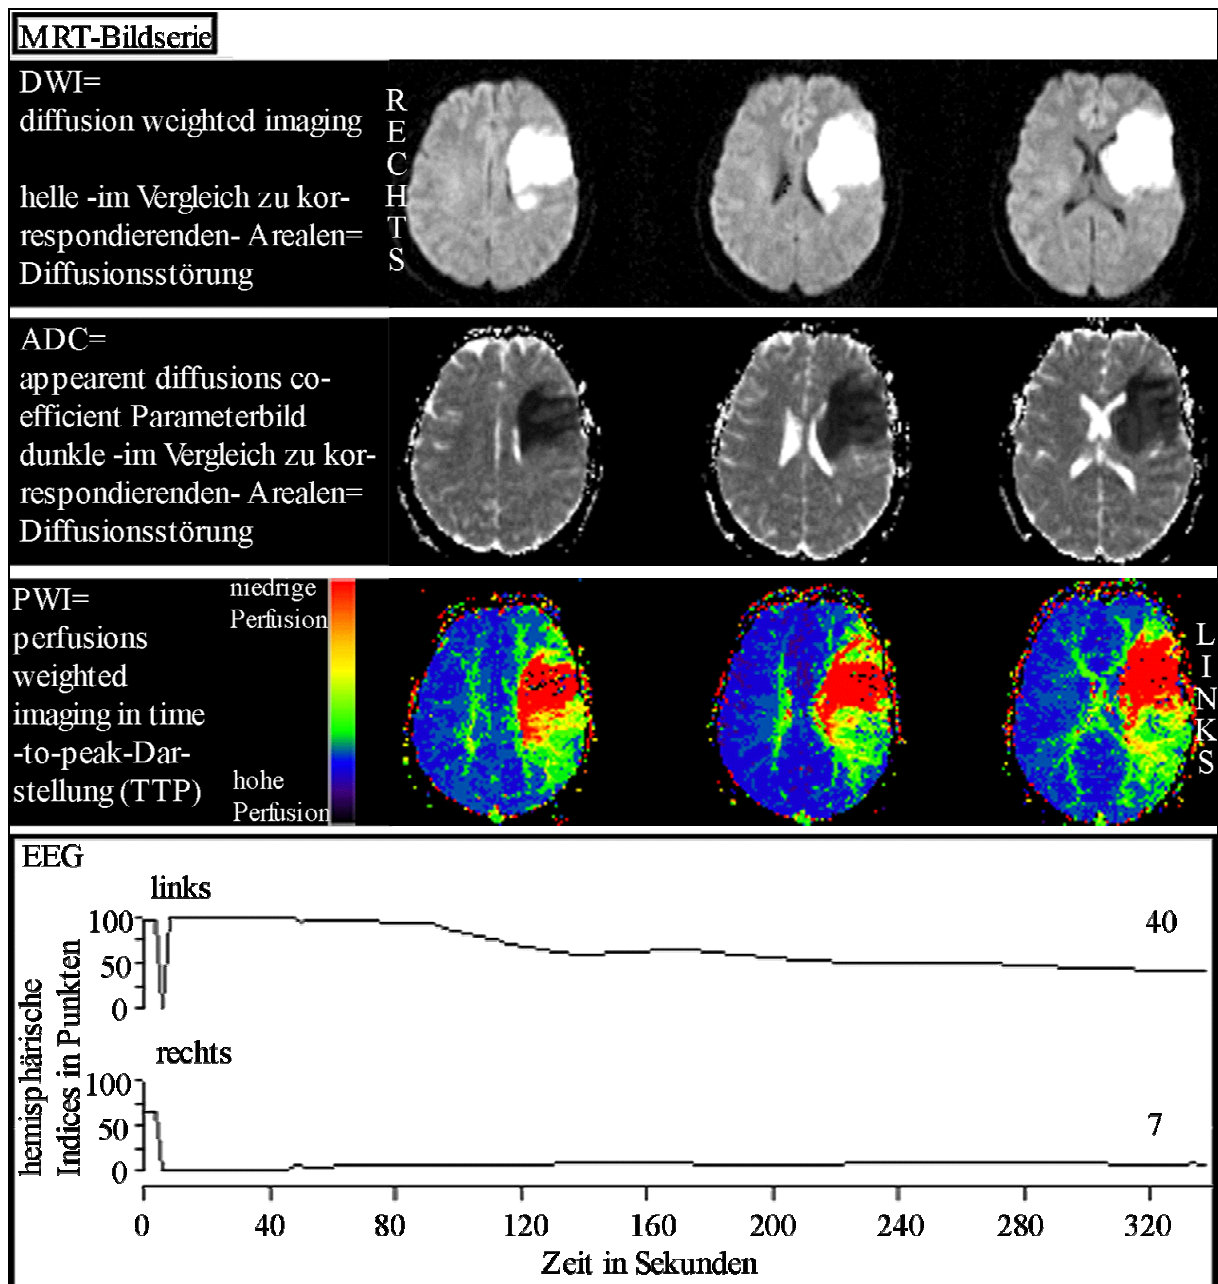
MRT-Bildserien und EEG-Messung einer 26-jährigen Patientin mit: 1. Infarkt eines vorderen Astes der Arteria cerebri media links mit Hemiplegie rechts und globaler Aphasie behandelt mit Actilyse 2. Adipositas 3. Nikotinabusus 4. Verdacht auf Morbus Basedow, Differenzialdiagnose: Autoimmunthyreopathie 5. Proteinurie bei Verdacht auf Glomerulopathie 6. Zustand nach zweimaliger Thrombophlebitis.
